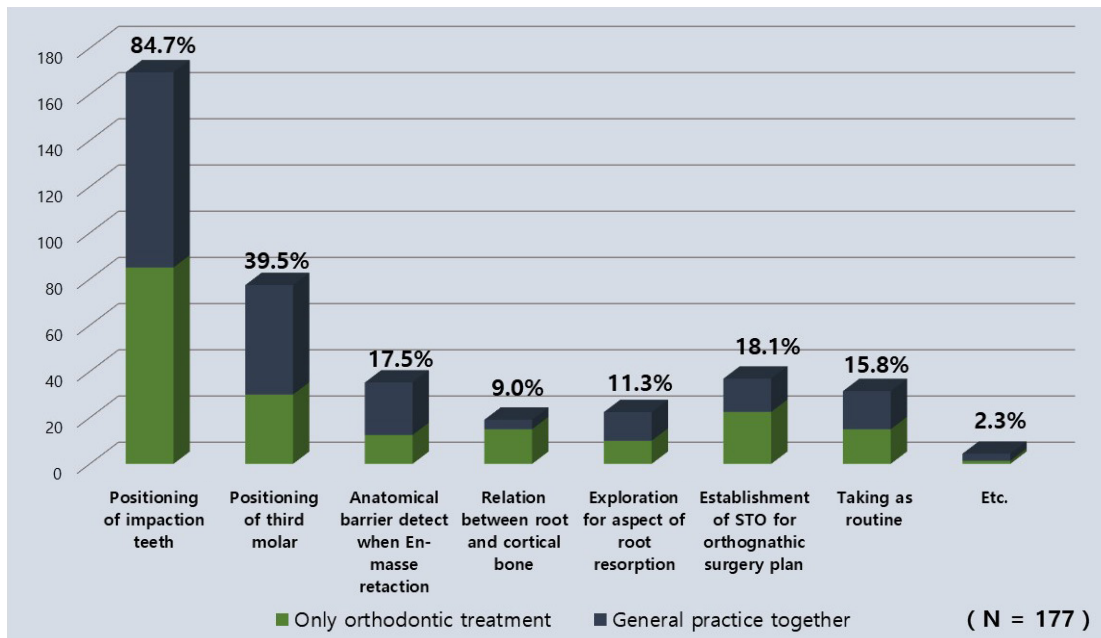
In which cases do you usually apply CBCT to patients?
